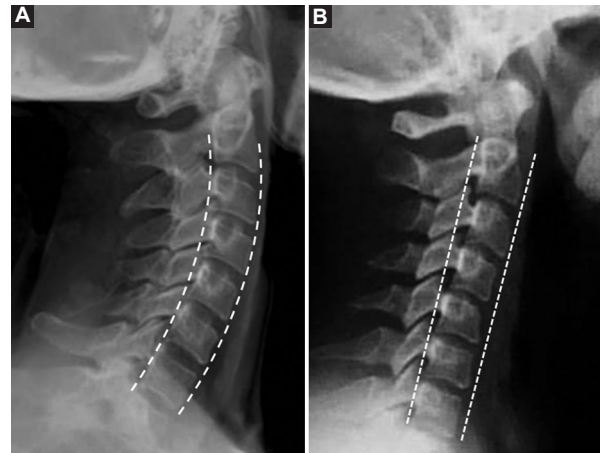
Radiografías laterales de columna cervical. A: lordosis cervical normal. B: lordosis cervical secundaria a esguince de grado II.
